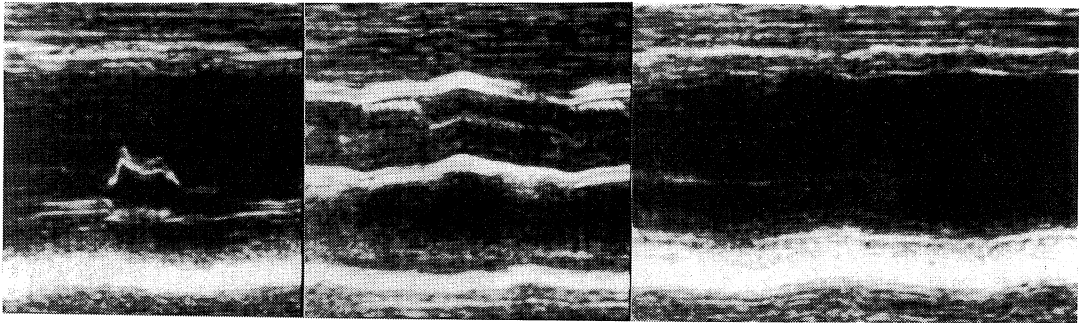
Echocardiogram on admission.
